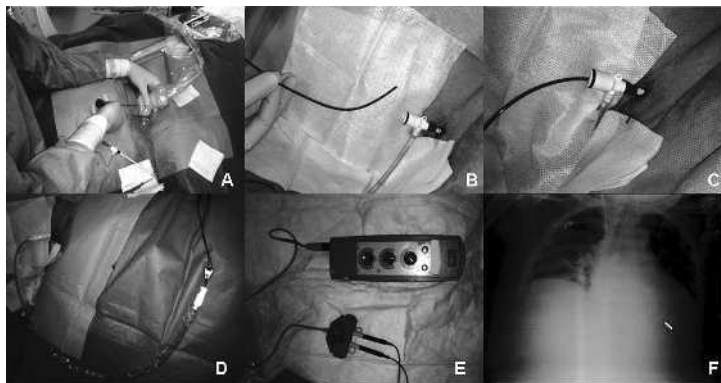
Technique de pose de l'électro-entraînement interne endocavitaire par voie trans-veineuse. (A) ponction veineuse échoguidée ; (B) désilet en place et extrémité de la sonde d'entraînement électrosystolique ; (C) introduction de la sonde d'entraînement électrosystolique à travers le désilet ; (D) manchon de protection de la sonde d'entraînement électrosystolique ; (E) connexion des câbles au boîtier de stimulation ; (F) radiographie de thorax de face pour le contrôle de la position de la sonde d'entraînement électrosystolique dans le ventricule droit (flèche).
